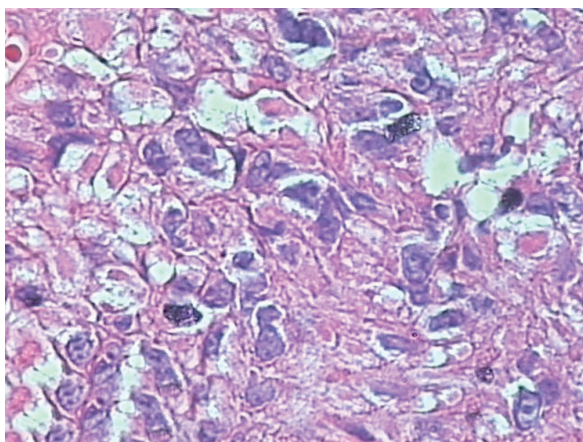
Histopatologia do RM mostrando células poligonais em arranjo sólido com citoplasma vacuolado fortemente eosinofílico (HE, 400 X)
